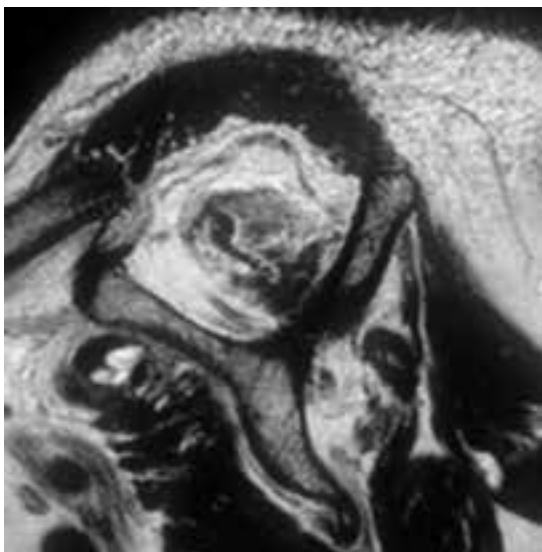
RM ombro esquerdo (sagital) atrofia lipomatosa do supra e infra-espino Goutallier 4.
